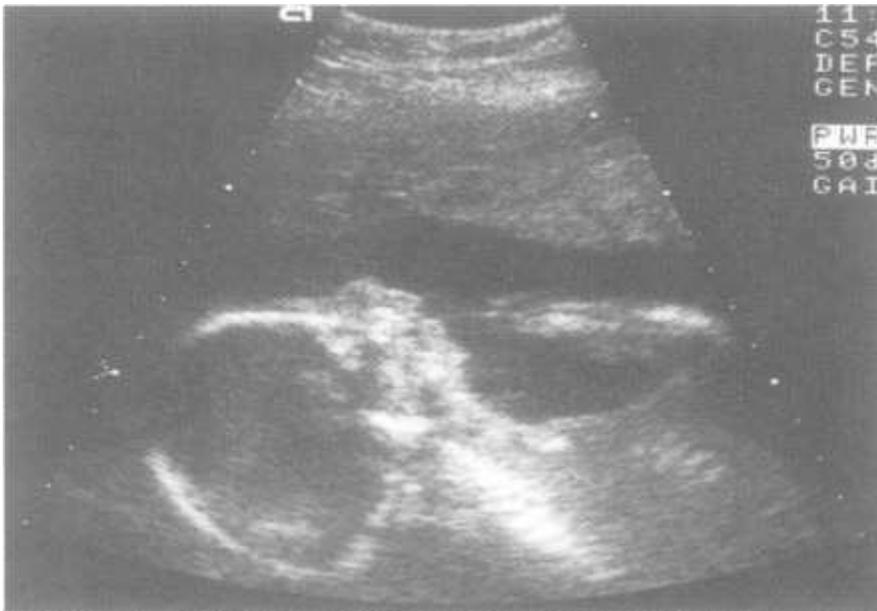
Ultrasonido de un feto de 20 semanas de gestación, presentando micrognatia.
